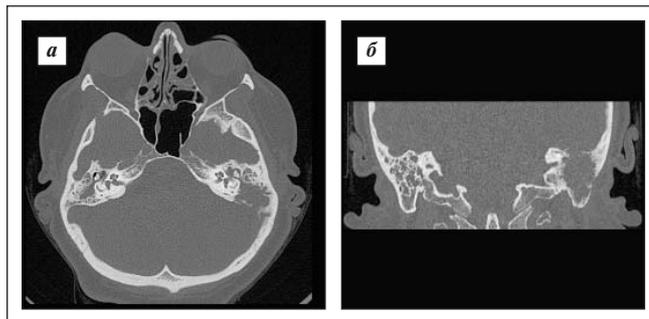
Мультиспиральные компьютерные томограммы пирамид височных костей (а, б). Обширная зона деструкции в пирамиде левой височной кости с истончением кортикальной пластинки верхней грани пирамиды
